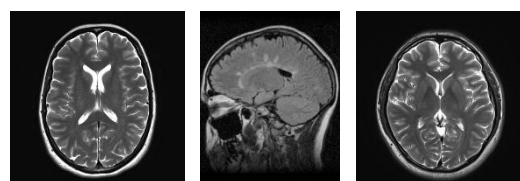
Citra MRI Glioma
